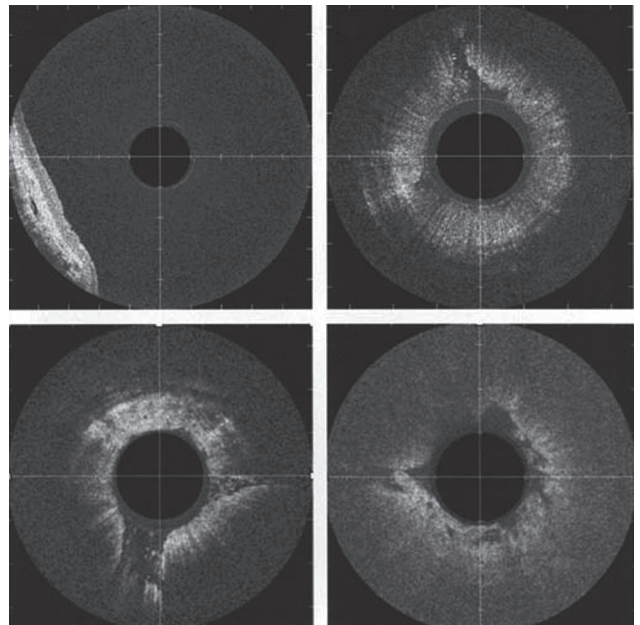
光學同調斷層攝影 (optical coherence tomography, OCT) 診斷 barrett's esophagus。
